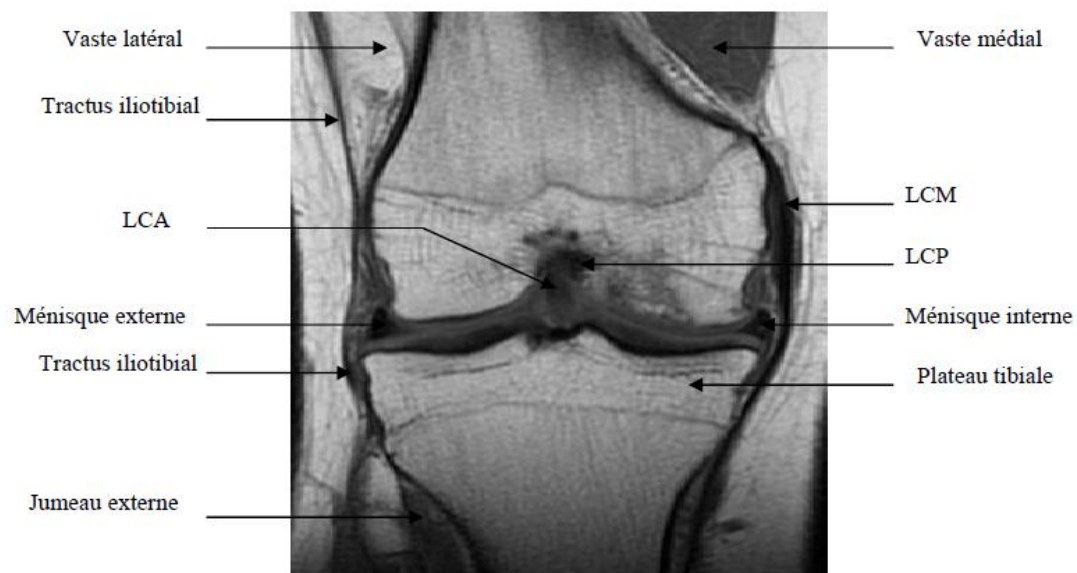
IRM du genou montrant surtout les ligaments croisés
